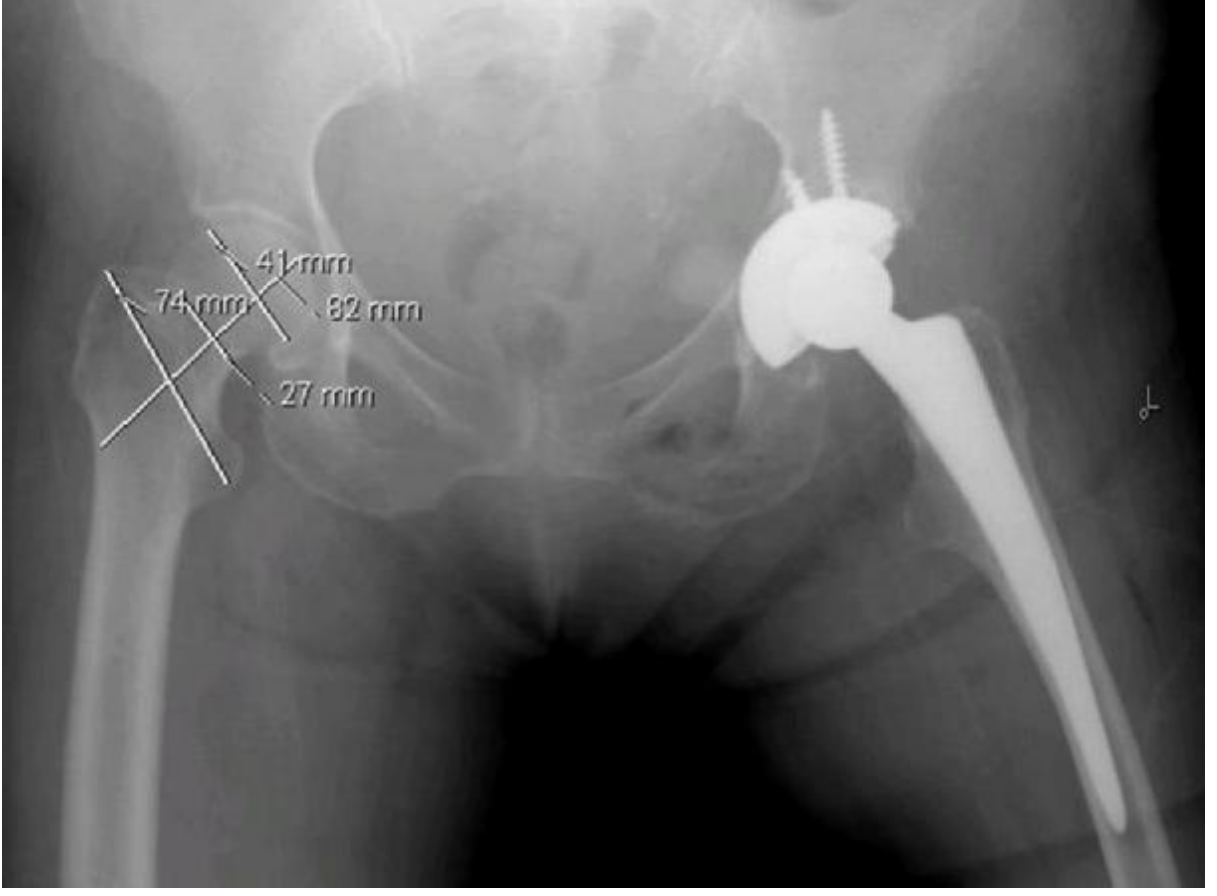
Sağ subcapital kırıklı maksimum collum femoris eksen uzunluğuna sahip erkek olgunun preoperatif pelvis grafisi
